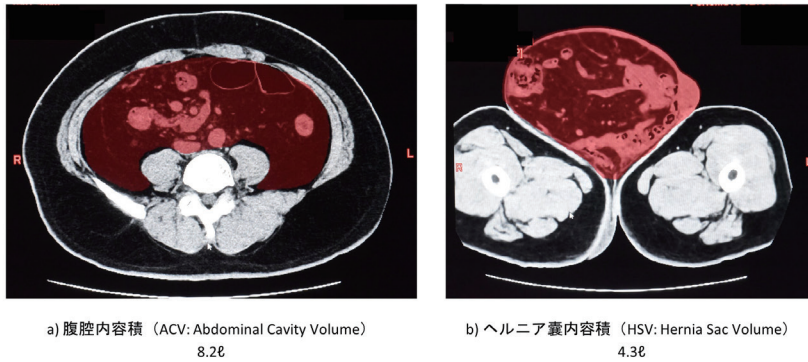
腹部 CT 検査による HSV/ACV の算出：
